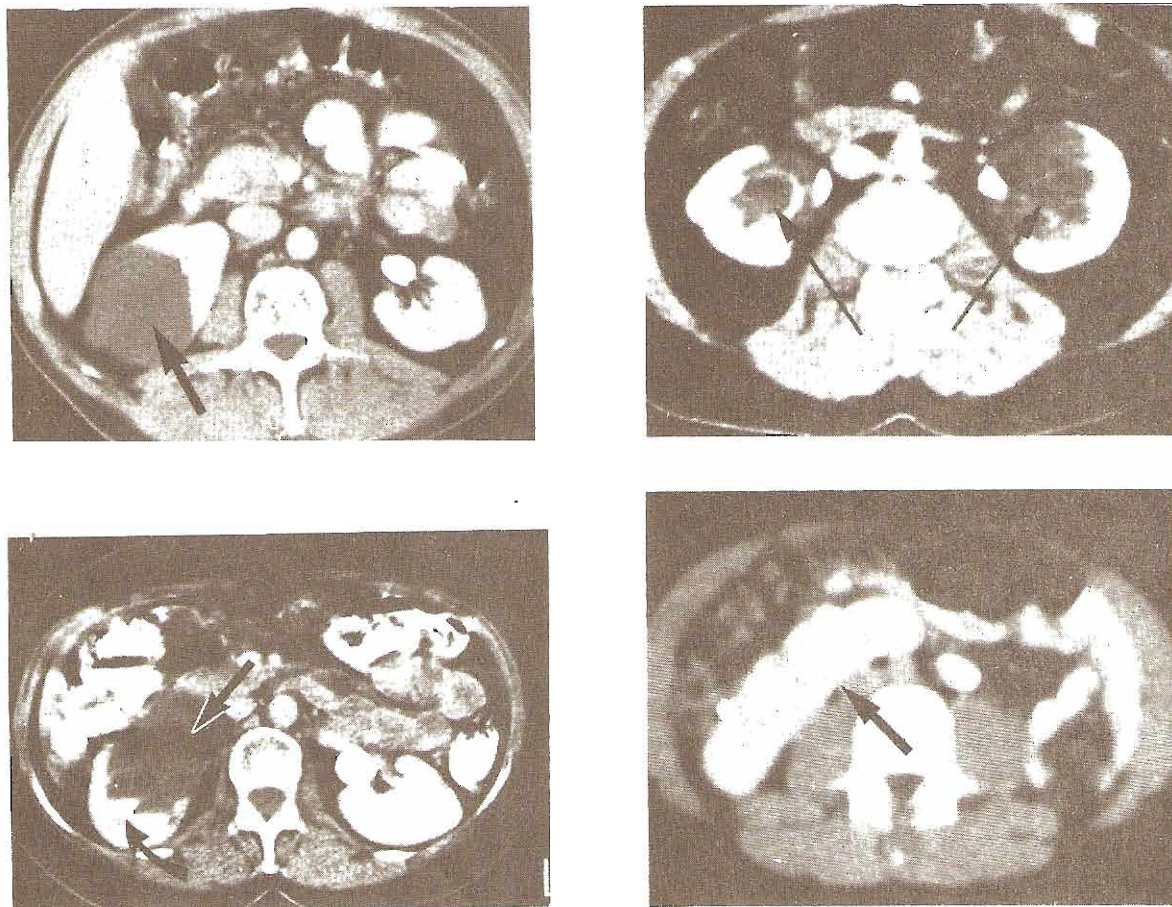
Exploraciones TC: riñones. Arriba izquierda: Quiste renal simple. El quiste (flecha) tiene un número TC cercano al del agua. Varón de 49 años con dolor en el flanco. Arriba derecha: Quiste peripelvicos bilaterales (flechas). Varón de 52 años con una masa en el flanco derecho encontrada durante un examen físico periódico. Abajo izquierda: Hidronefrosis. Pelvicilla renal derecha dilatada (flecha recta) con capas de medio de contraste excretado en los cálices distendido (flecha curva). Mujer de 54 años con uréter derecho distal obstruido por carcinoma ovárico. Abajo derecha: Ectopia renal fundida cruzada (flecha). Niño asintomático de 14 años con masa abdominal, palpada en el transcurso de un examen médico escolar.
